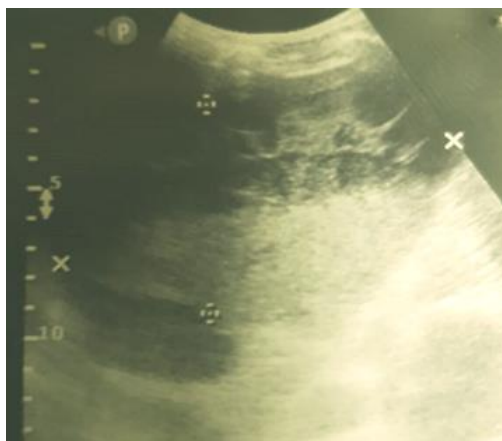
Ecografía de colección Esplénica
